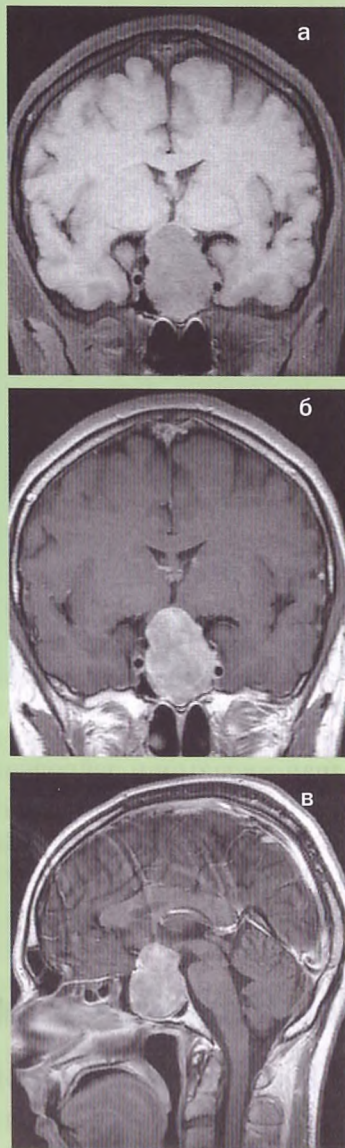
Крупная опухоль гипофиза (пролактинома) у больного 40 лет. МРТ (б и в — с контрастным усилением), T1-взвешенные изображения во фронтальной (а, б) и сагиттальной (в) плоскостях. Крупная опухоль, располагающаяся внутри турецкого седла и над ним, оттесняет зрительный перекрест кверху и растягивает его (а). Усиленное накопление контрастного вещества в опухоли (б, в). Турецкое седло значительно расширено (в)
